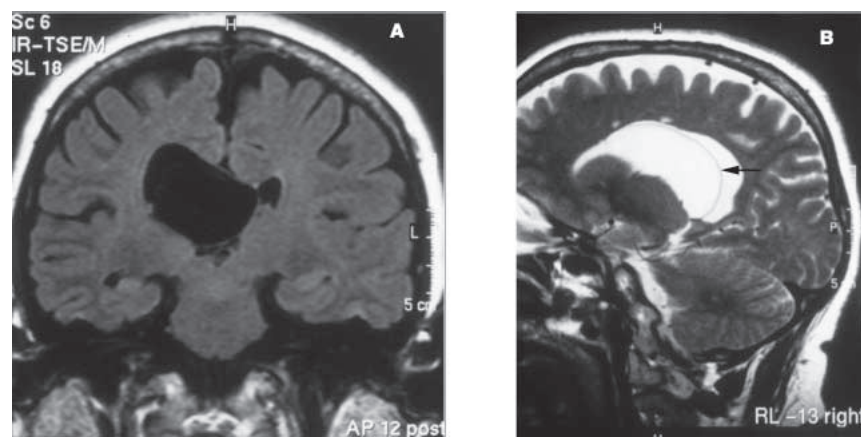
Intraventrikuläre Zyste (MRT). A: T1-gewichtet koronar, deutliche
